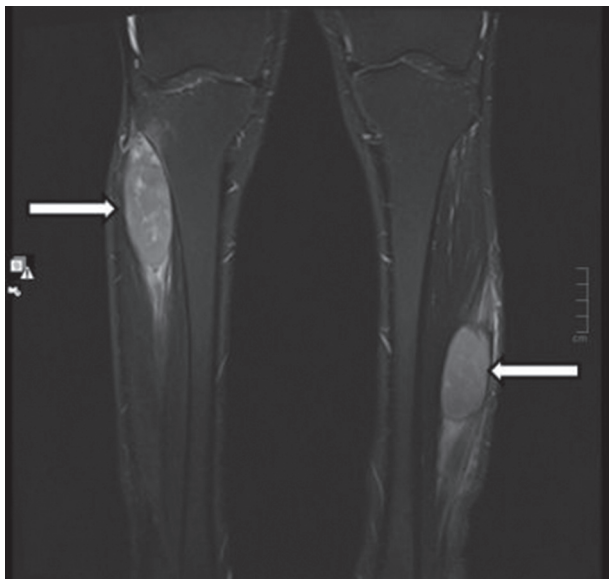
МРТ-изображения T<sub>2</sub> тирм голени до лечения в корональной проекции
